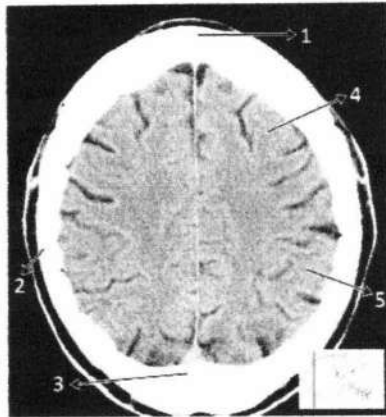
Anatomi Otak Irisan *cross sectional* 9 pada CT (Moeller, 2007)
